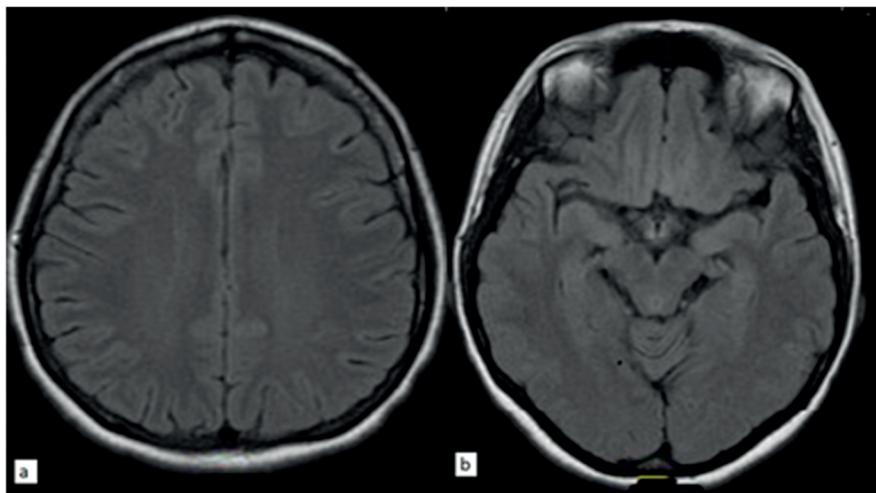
Kranyal MRG'de aksiyal FLAIR sekansında bilateral parietooksipital hiperintens gorunum (a,b)
